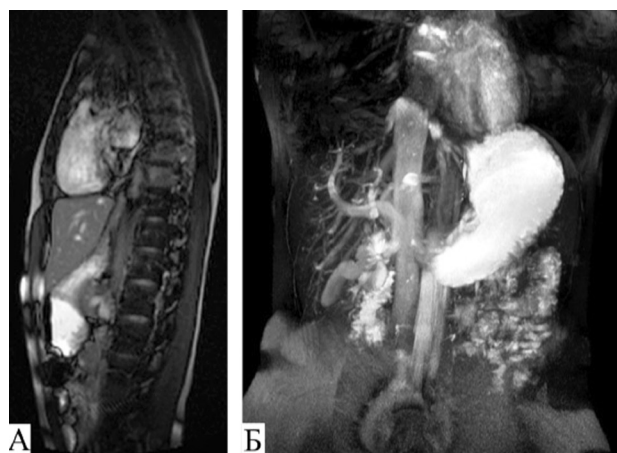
Клинический случай 1. МРТ желудка до курса бальнеотерапии. Сканирование через 30 минут после нагрузочного питьевого теста. Режим T2. А – сагиттальная проекция. Б – корональная проекция.
